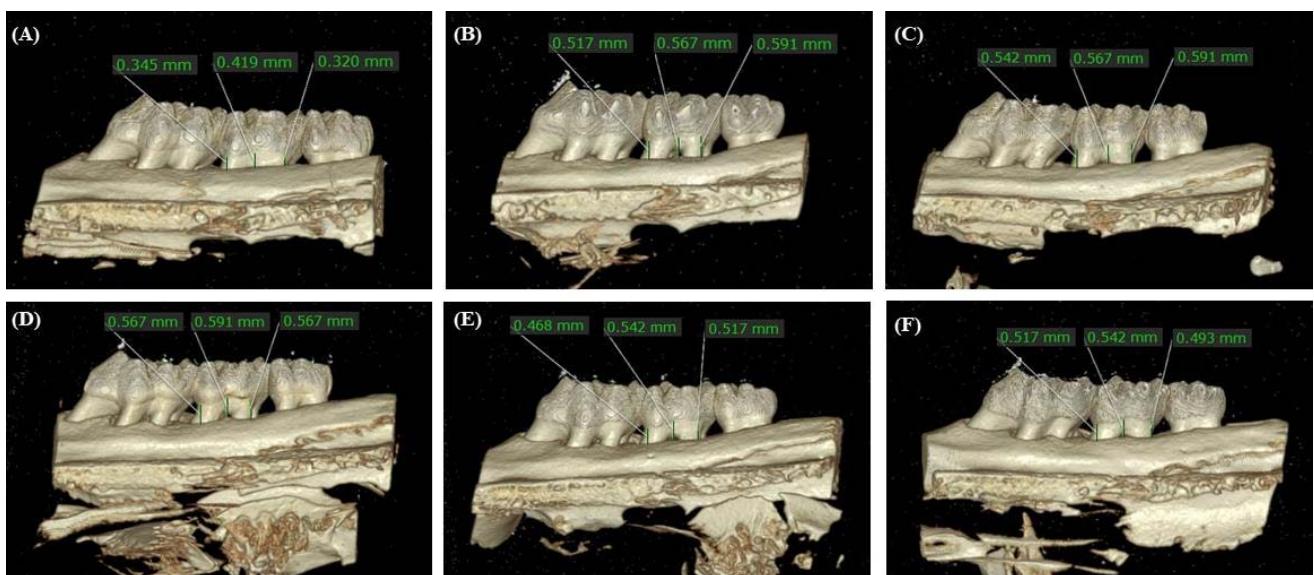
3D Micro-CT image of alveolar bone loss around the left maxillary molars. (A) Non-Lig group; (B) Lig+L+DW group, (C) Lig+L+MEC 0.5:34 group, (D) Lig+L+MEC 1:68 group, (E): Lig+L+MEC 1:34 group, (F): Lig+L+MEC 2:68 group.
